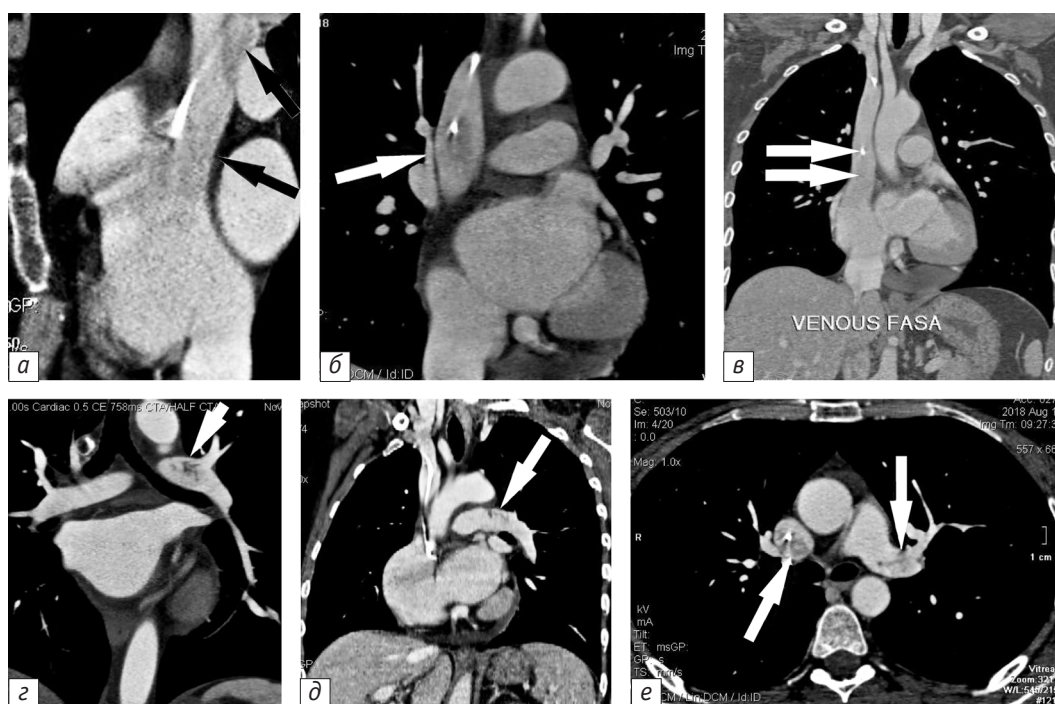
МСКТ-ангиопульмонограммы в высокоразрешающем режиме с толщиной срезов $128 \times 0,25$ мм:
